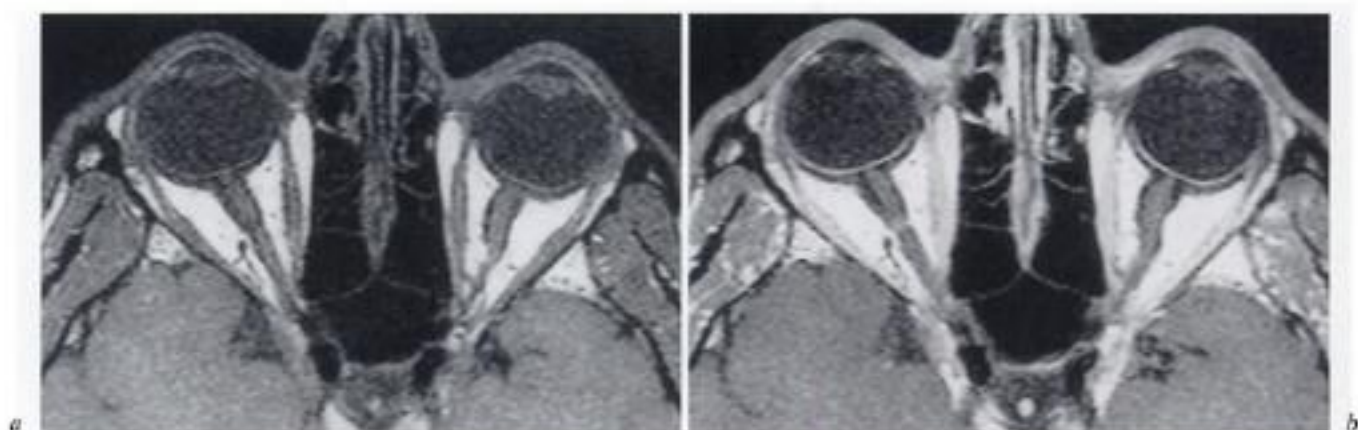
IRM transversale en séquence T1 avant (a) et après (b) injection de gadolinium.
